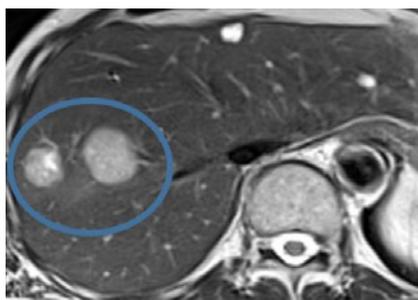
Исходные метастазы в печени по данным магнитно-резонансной томографии, выделенные по критериям iRECIST для сравнения в динамике
